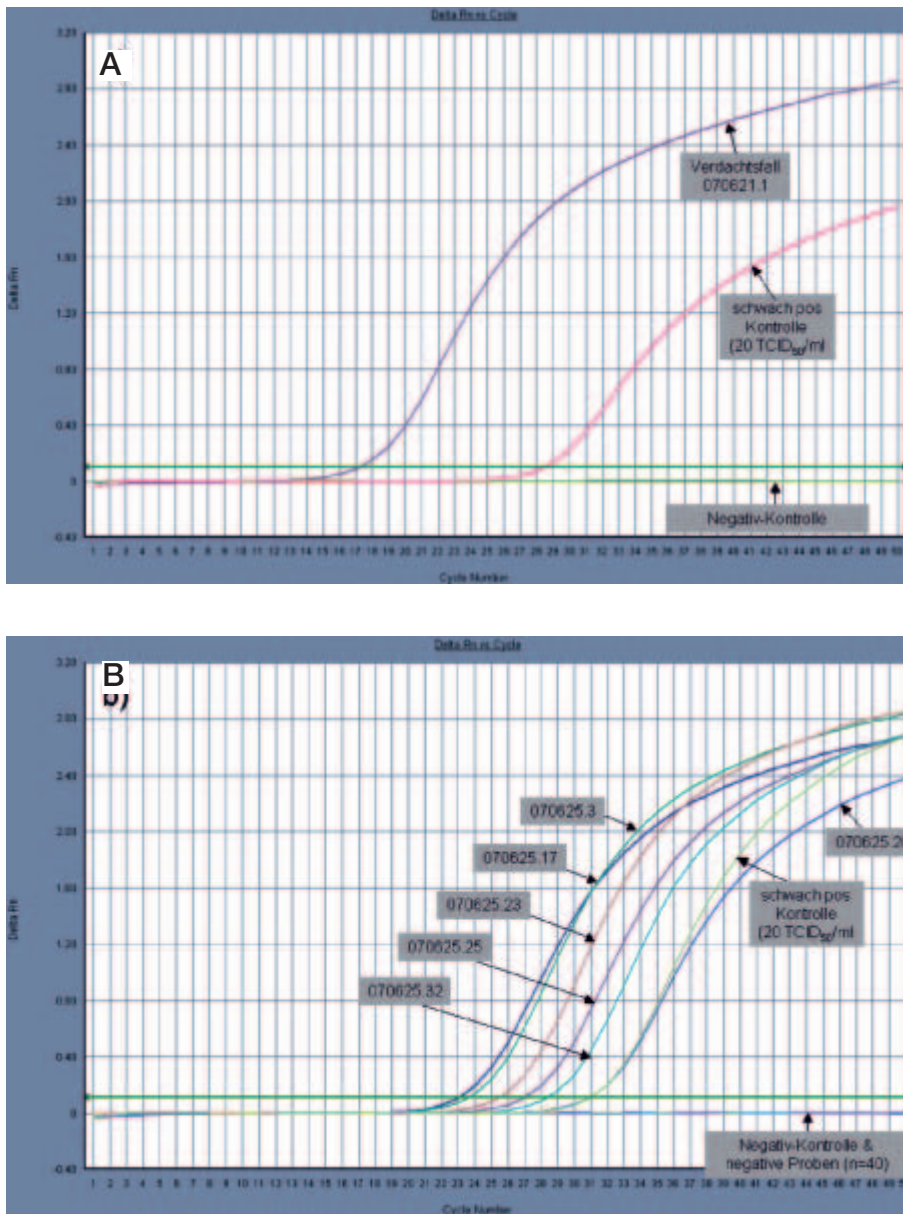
rRT-PCR Resultate Fall 1. A: Verdachtsfall (Tier mit klinischen BT-Symptomen), B: Resultate der nachfolgenden Bestandesuntersuchung (total 46 Proben).
